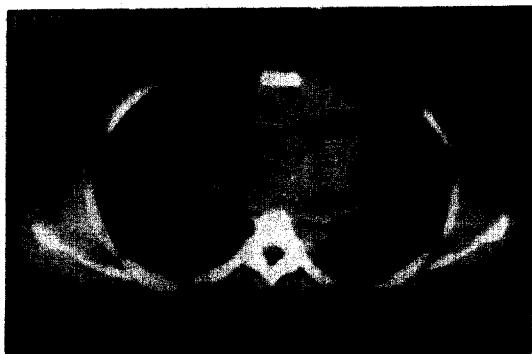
(Case 2) : Chest CT scanning shows bilateral symmetrical lobulated homogeneous soft tissue density in superior and anterior mediastinum.
